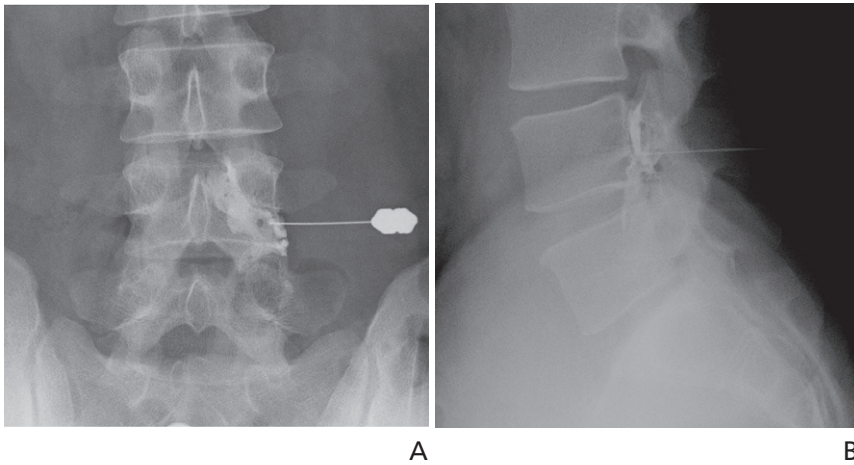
A 33-year-old man with disc herniation at L3-4. (A) Anterior-posterior radiograph of the lumbar spine following transforaminal epidural block (after contrast injection). The needle tip lies directly inferior to the pedicle and contrast extends to the left epidural space. (B) Lateral radiograph. The contrast extends to the anterior epidural space.
